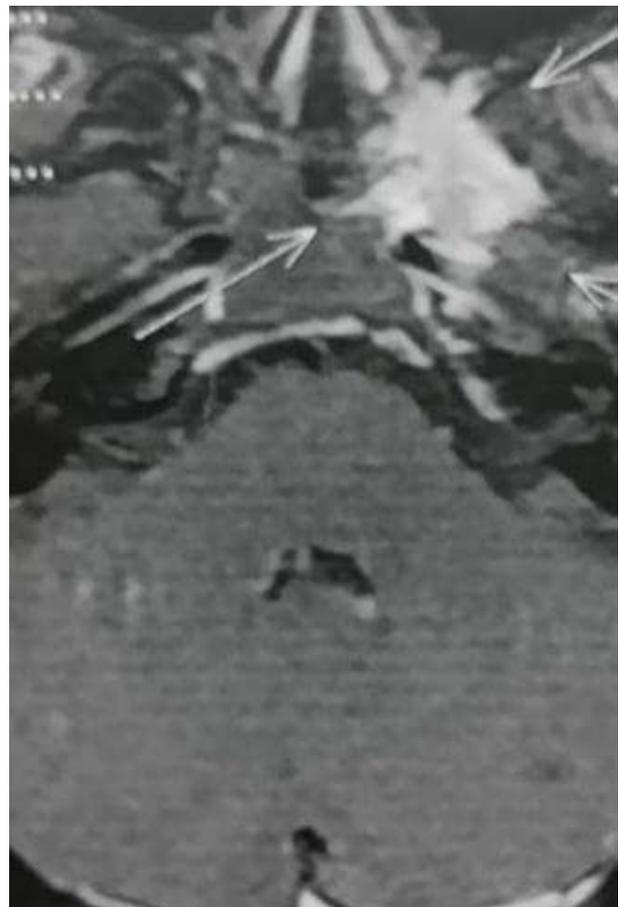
Nasoangiofibroma, visto na RM (T1).
